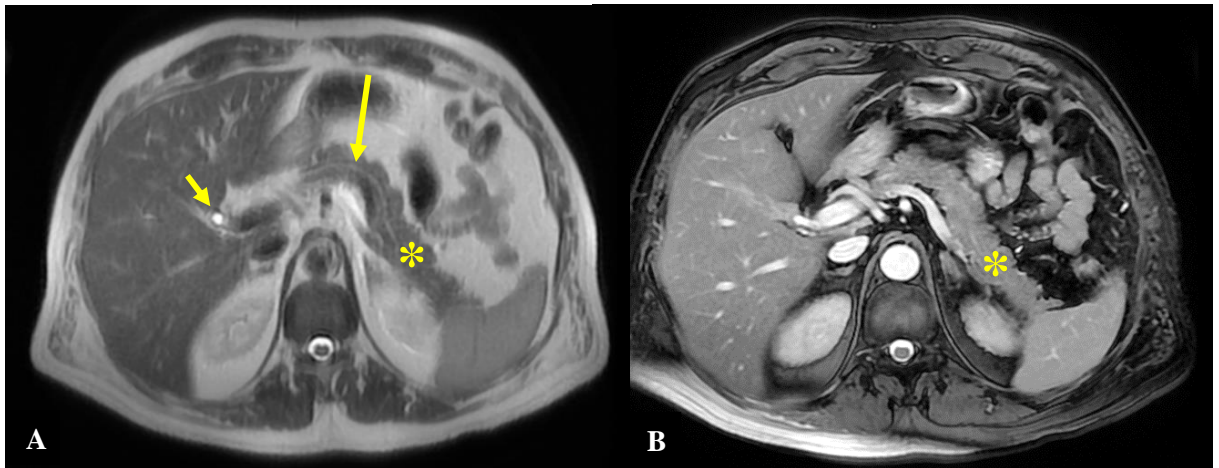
Images IRM axiales T2 SSFSE (A) et FIESTA FATSAT (B) du pancréas normal (*) chez un homme de 65 ans montrant le cholécystique (flèche courte) et le CPP (flèche longue) (CHUC).
